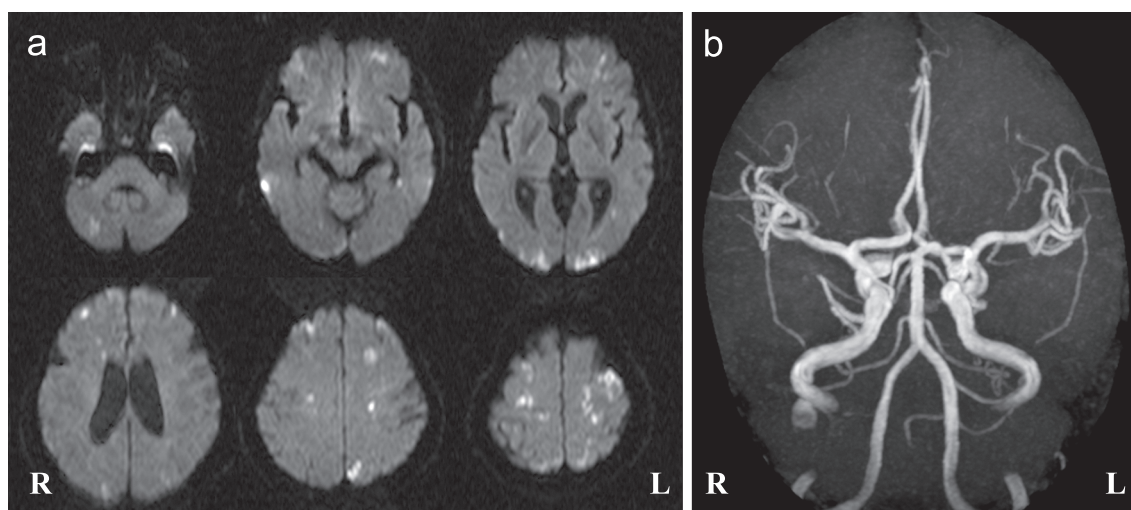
Brain axial MRI and MR angiography.
